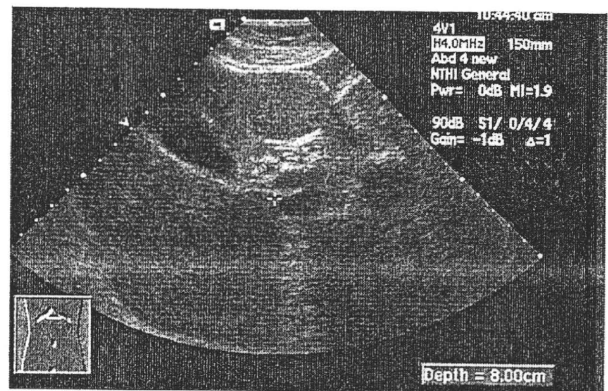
Ultrasonogram showing an iso-echoic mass surrounded by high echoic capsule in S4.
